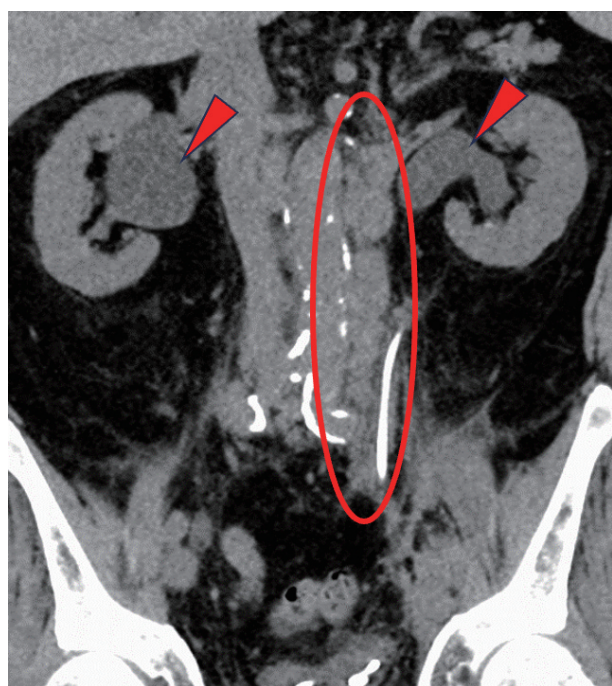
CT shows para-aortic lymph node metastasis and bilateral hydronephrosis.
